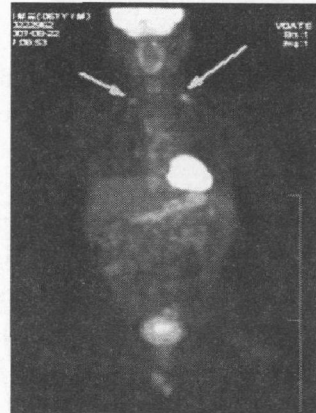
Postoperative PET shows hypermetabolic lymph nodes at both supraclavicular areas and mediastinum, Mildly increased hypermetabolism in both lungs are also noted.
